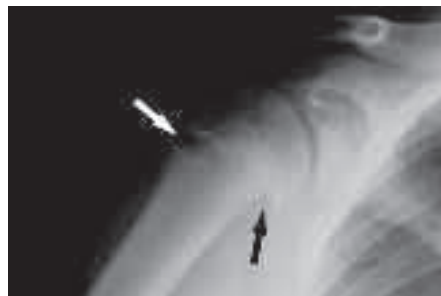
"Little league shoulder". Radiografia in proiezione AP della spalla che dimostra un ampliamento della fisi omerale (freccia bianca) ed uno scivolamento della testa omerale (freccia nera).
